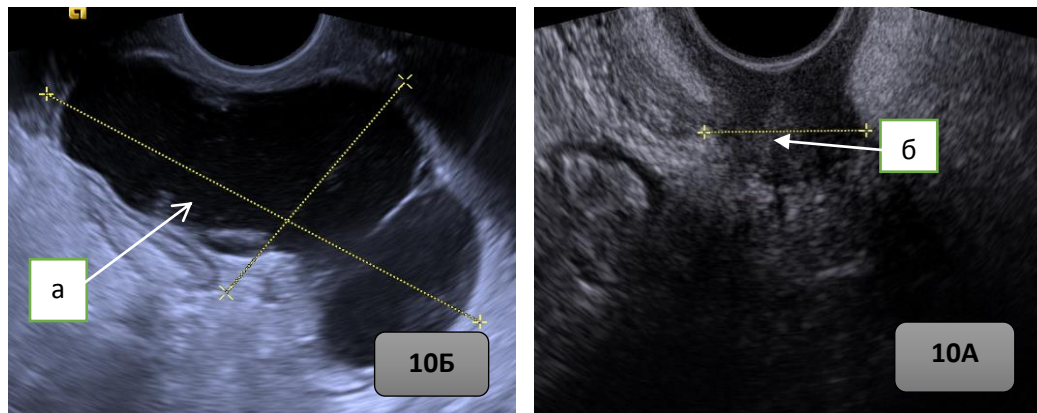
Ультразвуковая томограмма эхо-структуры локальных рецидивов рака шейки и тела матки: а) кистозно-солидная опухоль в прикультевой области; б) солидная опухоль в куполе культи.
